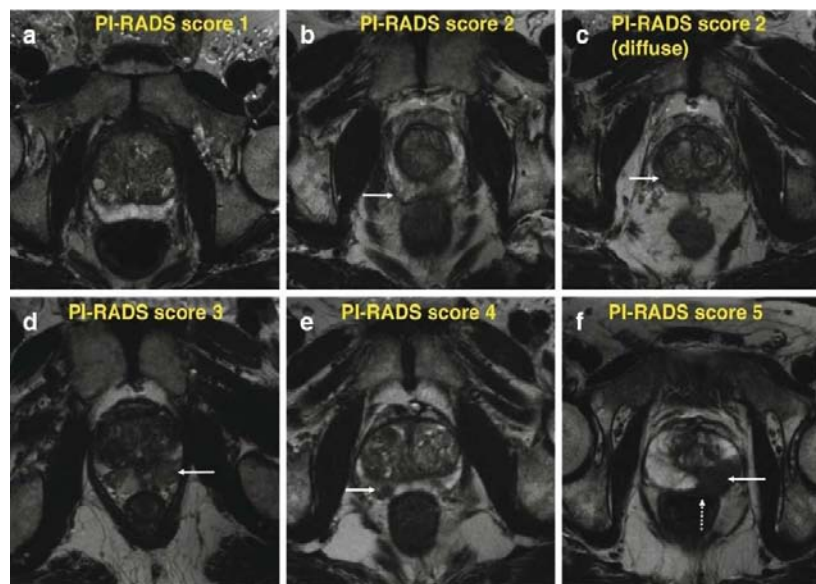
Images IRM visualisant les différents scores PI-RADS des lésions prostatiques.
